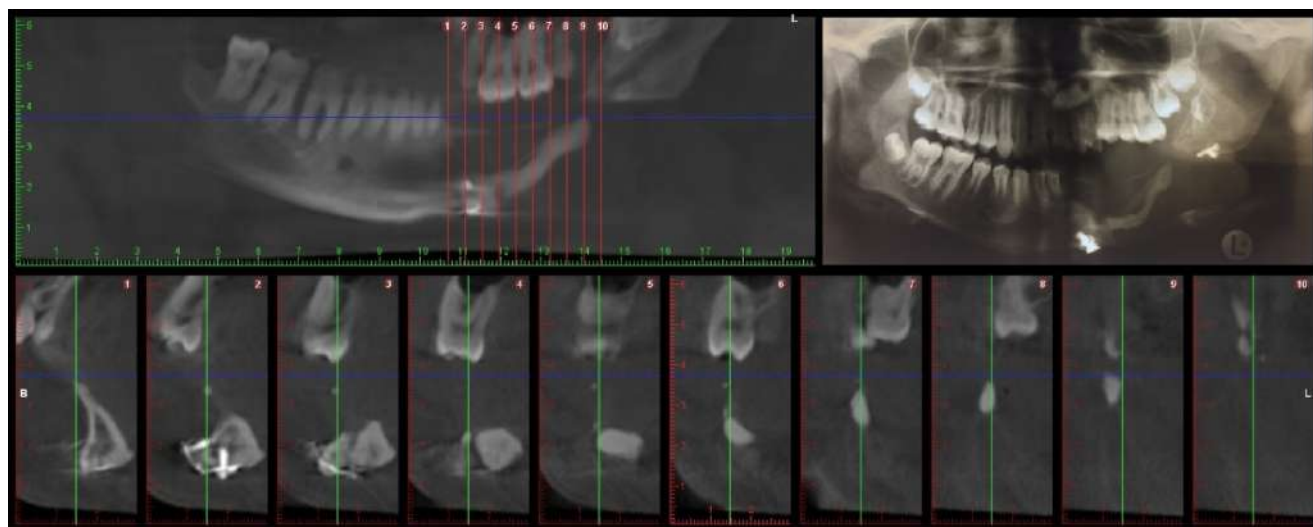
Серия КТ пациента через 20 лет после реконструкции нижней челюсти гетеротопическим аллогенным трансплантатом серии «Аллоплант»: резорбция трансплантата.
